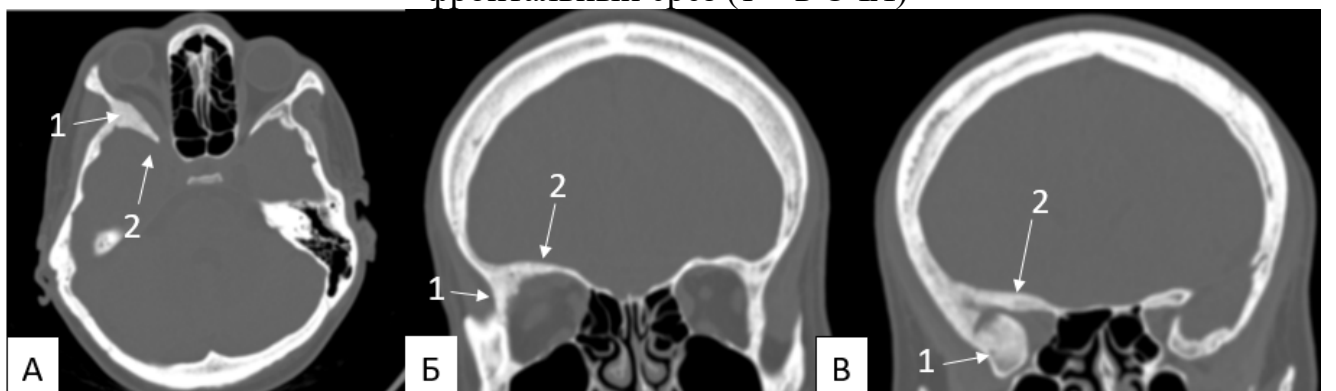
СКТ головы до операции: А - аксиальный срез (1 – гиперостоз латеральных и 2 – медиальных отделов большого крыла клиновидной кости); Б – фронтальный срез (1 - гиперостоз латеральной стенки, 2 - гиперостоз крыши глазницы); В – фронтальный срез (1 - гиперостоз основания СЧЯ, 2 – гиперостоз малого крыла клиновидной кости)
